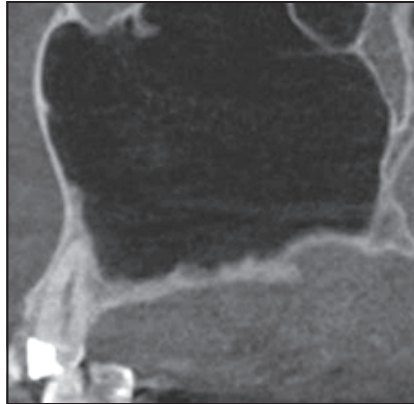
Das CT zeigt eine vergrößerte Kieferhöhle mit einer Alveolarkammhöhe von 2 bis 3 mm.
